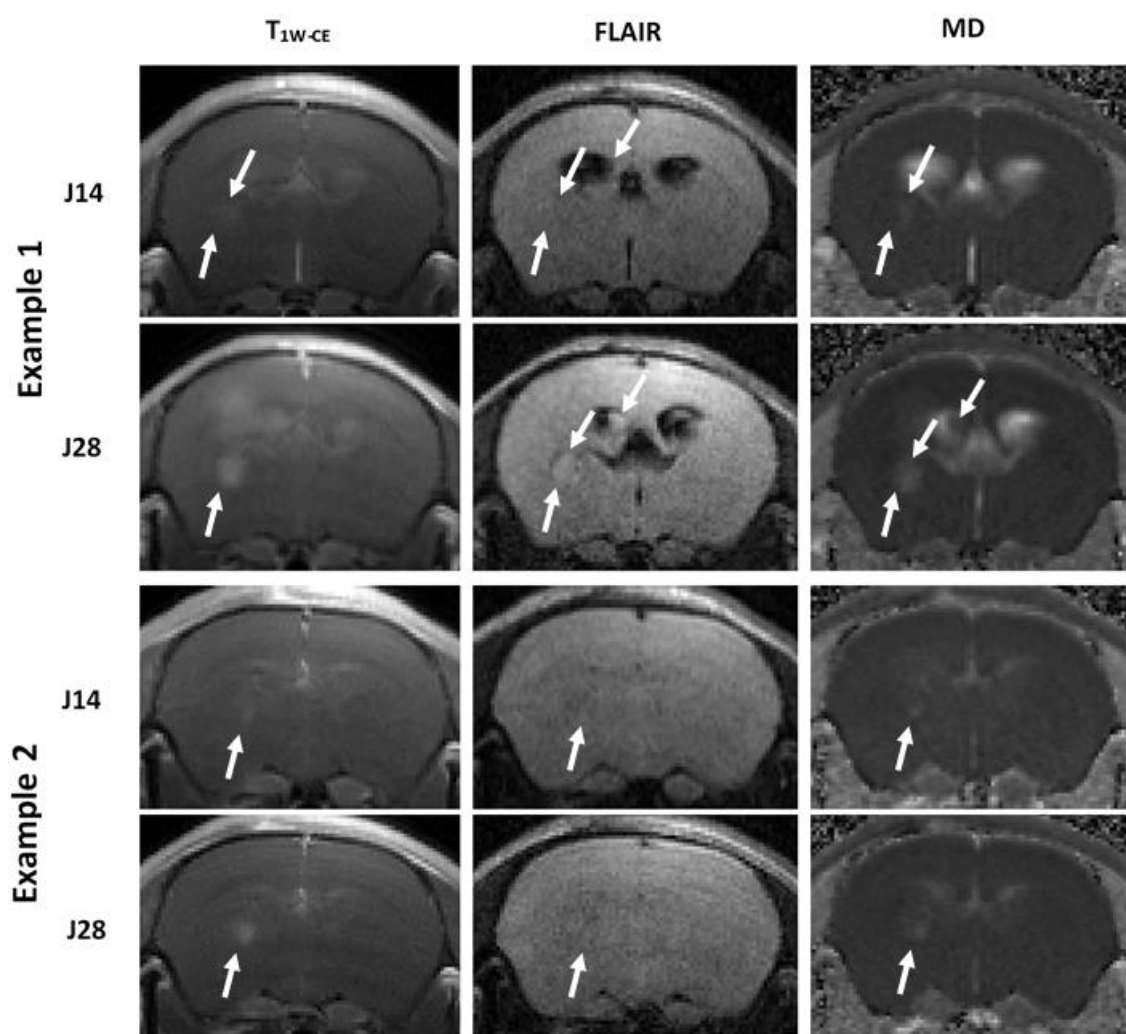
Deux exemples typiques montrant la sensibilité de l'imagerie T_{1W-CE} à détecter à J14 le rehaussement du signal tumoral après injection du Gd-DOTA tandis que l'imagerie FLAIR ne détecte aucune anomalie à cette date mais uniquement à un stade tardif de la progression tumorale (J28). Les régions tumorales sont marquées par des flèches blanches.
